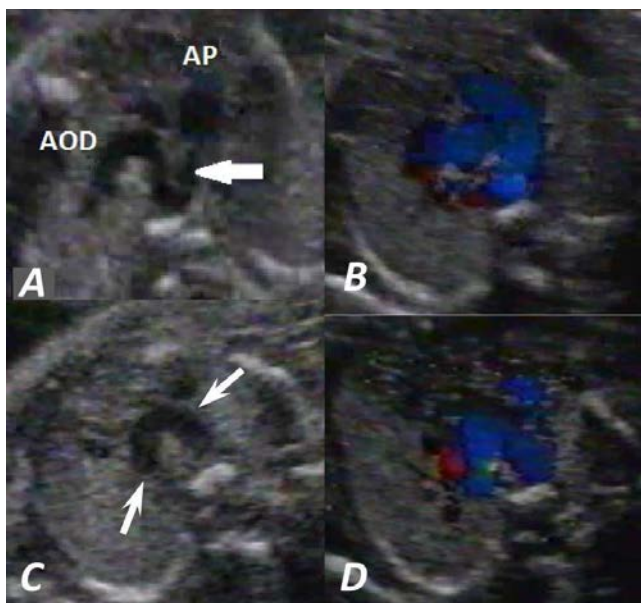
A. Fetal echocardiographic view of the transverse aortic arch, where both AoAs are observed. The arrow identifies the left *ductus* that connects to the left AoA. B. Equivalent image with color-coded flow. C. Both arches (right and left are being identified by the two arrows). D. Color Doppler demonstrates the presence of both arches. PA: pulmonary artery. RAA: right aortic arch.
